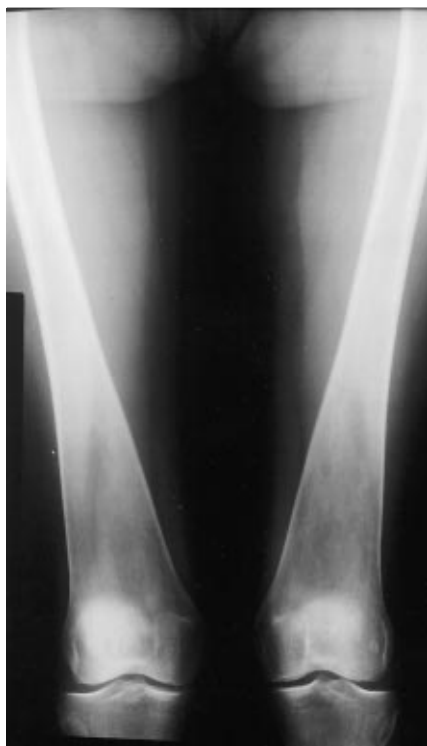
Paciente do sexo feminino, 49 anos de idade. Radiografia em ântero-posterior dos fêmures mostrando deformidade em “frasco de Erlenmeyer”.
